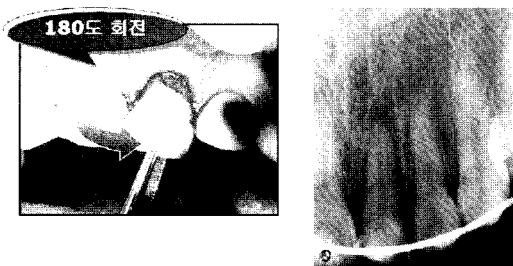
발치를 시행하고 180도 회전을 하여 파절선을 노출시키고 치아를 정출시켰다. 상악 중절치의 경우 치근침에서 치은 변연사이의 거리가 구개측에서 보다 협측에서 더 작아서 회전시킬 경우 파절선을 치은 연상으로 노출시킬 수 있다<sup>7,8)</sup>. resin wire splinting을 시행한 후 방사선 사진 상에서 정출된 양을 볼 수 있다.
